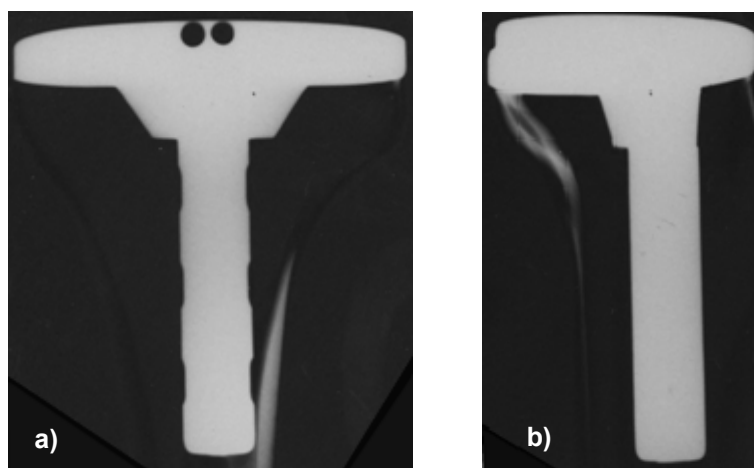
Radiografias à tibia proximal após 1 milhão de ciclos: a) anterior-posterior; b) medial-lateral.
